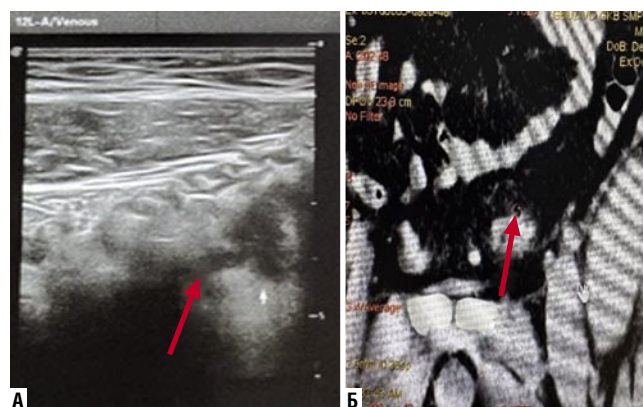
А – эхо-картина параколлярного инфильтрата со свободной жидкостью. Параколлярный инфильтрат на фоне воспаления дивертикула сигмовидной кишки и с локальным скоплением жидкости (стрелка). Б – КТ-картина параколлярного инфильтрата с перфорацией. Пристеночный параколлярный свободный газ в брыжейке толстой кишки и перфорацией дивертикула (стрелка).
